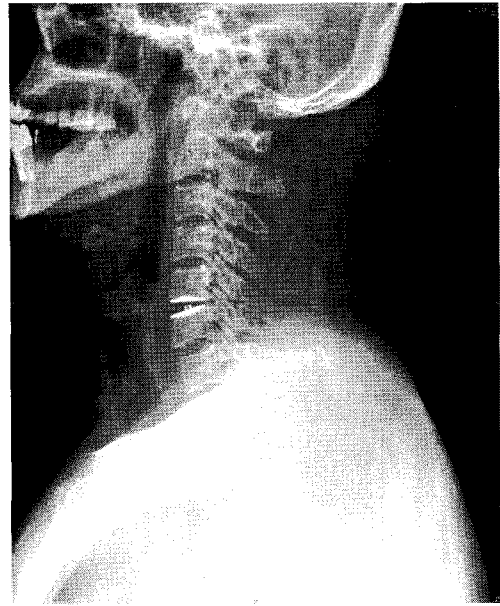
C-spine lat. x-ray. (2010. 10. 18)
